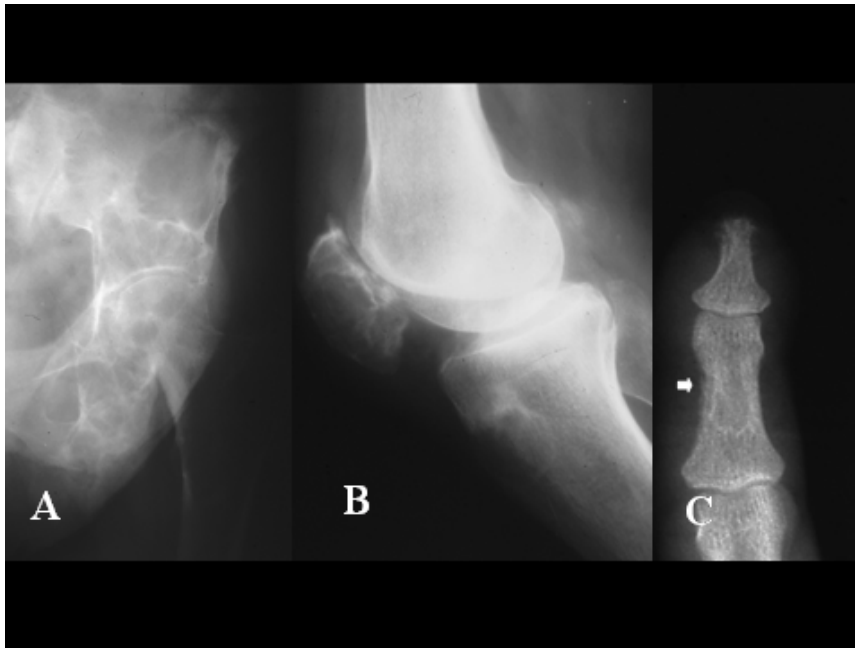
Hiperparatiroidismo. Radiografías simples: A) AP de cadera y B) lateral, de rodilla, que muestran lesiones líticas, de contorno escleroso bien delimitado, situadas en el hueso iliaco, rótula y parte anterior de la metáfisis tibial. C) Radiografía de lesión localizada en el 2º dedo, que muestra reabsorción subperióstica de la cortical medial de la falange media ( flecha) y del penacho de la falange distal; nótese el desdibujamiento de la superficie cortical medial y del penacho, a diferencia de la buena delimitación de la superficie cortical contralateral.
